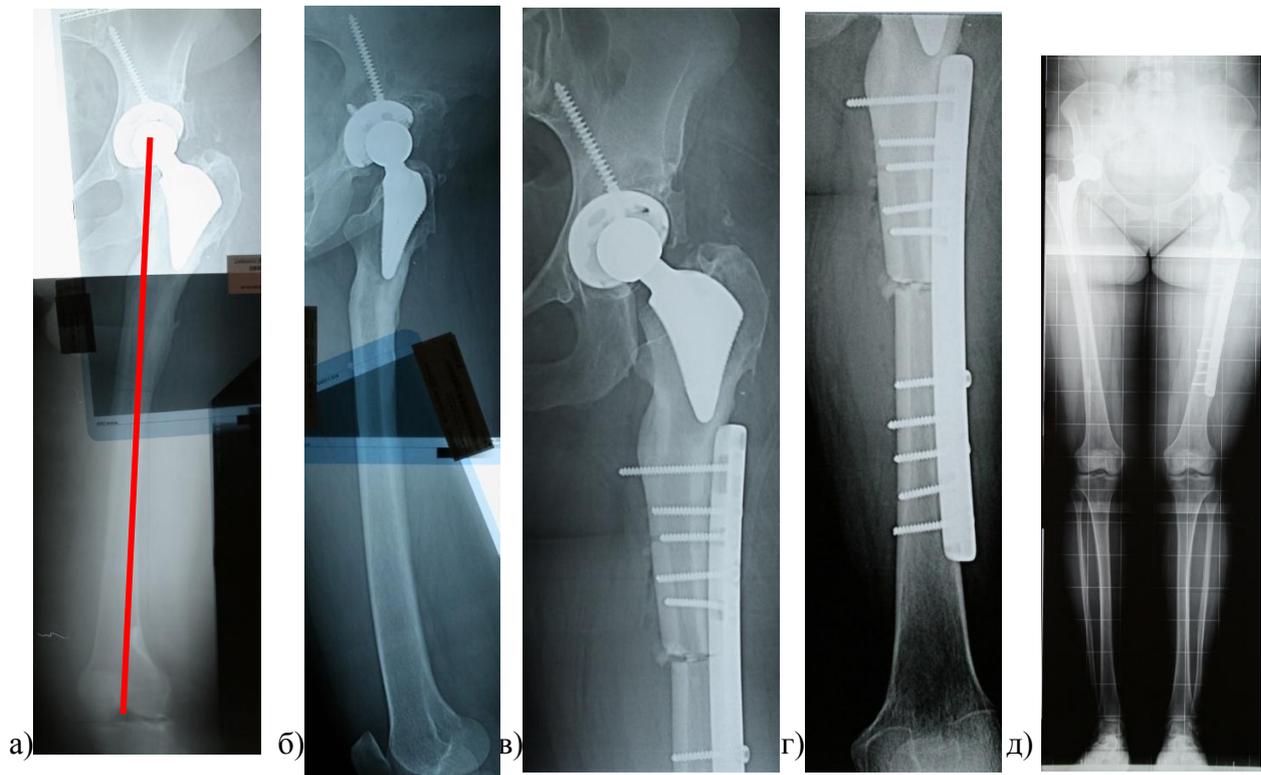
Рентгенограммы пациентки А., 33 лет: а – после эндопротезирования левого тазобедренного сустава сохраняется вальгусная деформация бедренной кости  $7^\circ$ ; б – ротационная деформация проксимального отдела бедренной кости; в, г – остеотомия с восстановлением оси конечности и фиксацией пластиной; д – через год после остеотомии отмечается укорочение левой нижней конечности на 0,8 см оси конечностей правильные
